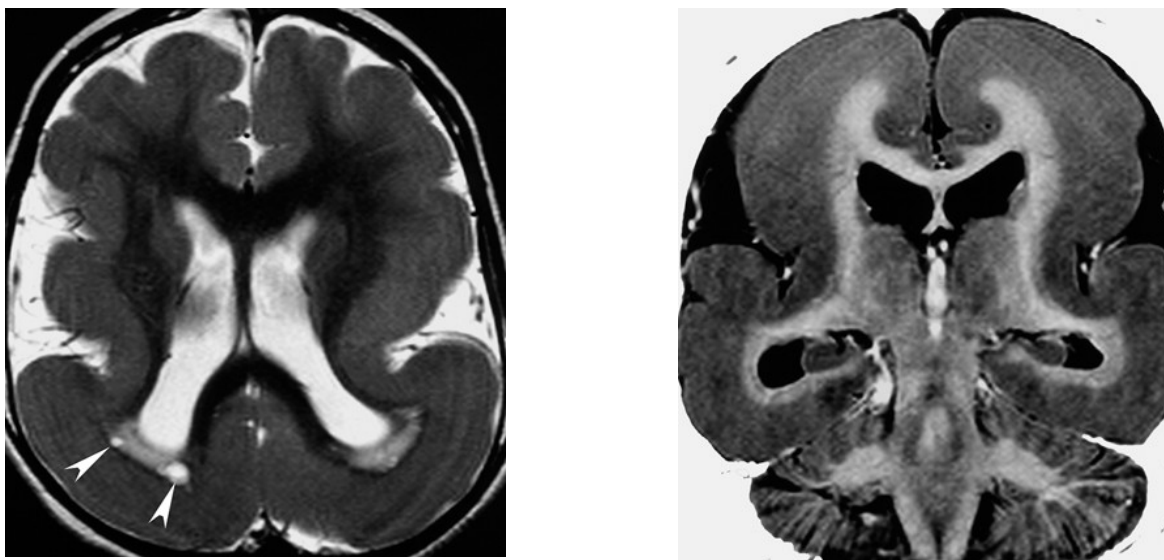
МРТ головного мозга, аксиальная и коронарная проекции. Больная А., 8 мес. Агирия-лиссэнцефалия у больной с ранним дебютом резистентных генерализованных эпилептических приступов. Коронарный срез: сглаженность кортикальной поверхности, утолщение кортикальной пластинки, отсутствие основных борозд. Аксиальный срез: визуализируются линейный характер серо-белой дифференциации, а также диспластическая вентрикуломегалия и наличие перивентрикулярной дисмиелинизации в теменных долях.
